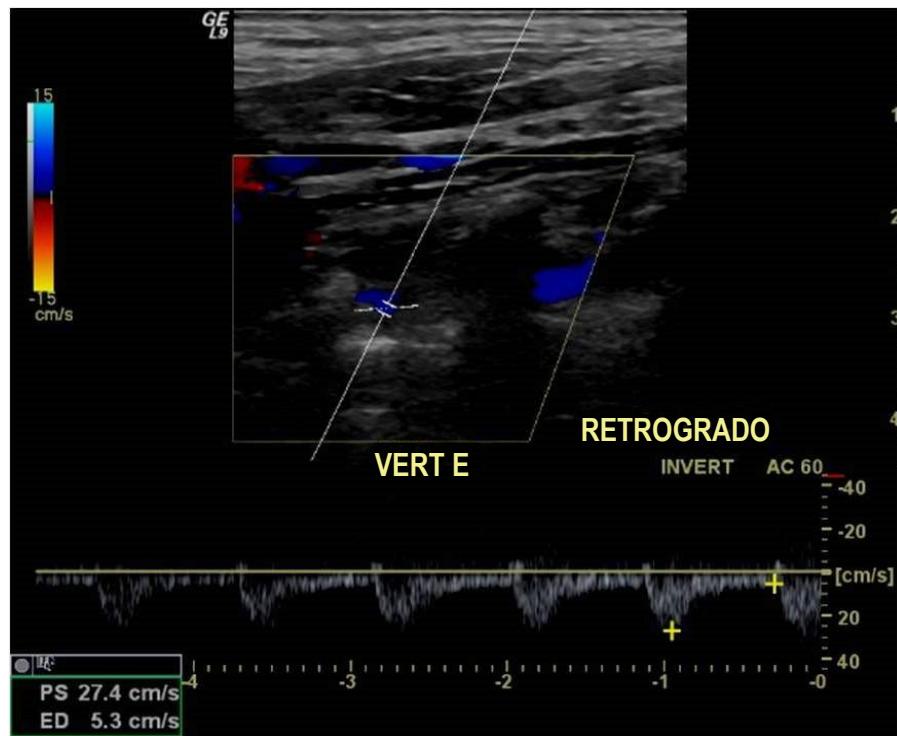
Doppler espectral (PW) de la arteria vertebral izquierda mostrando inversión completa del flujo sanguíneo, compatible con robo tipo 3 (completo).¹⁵
